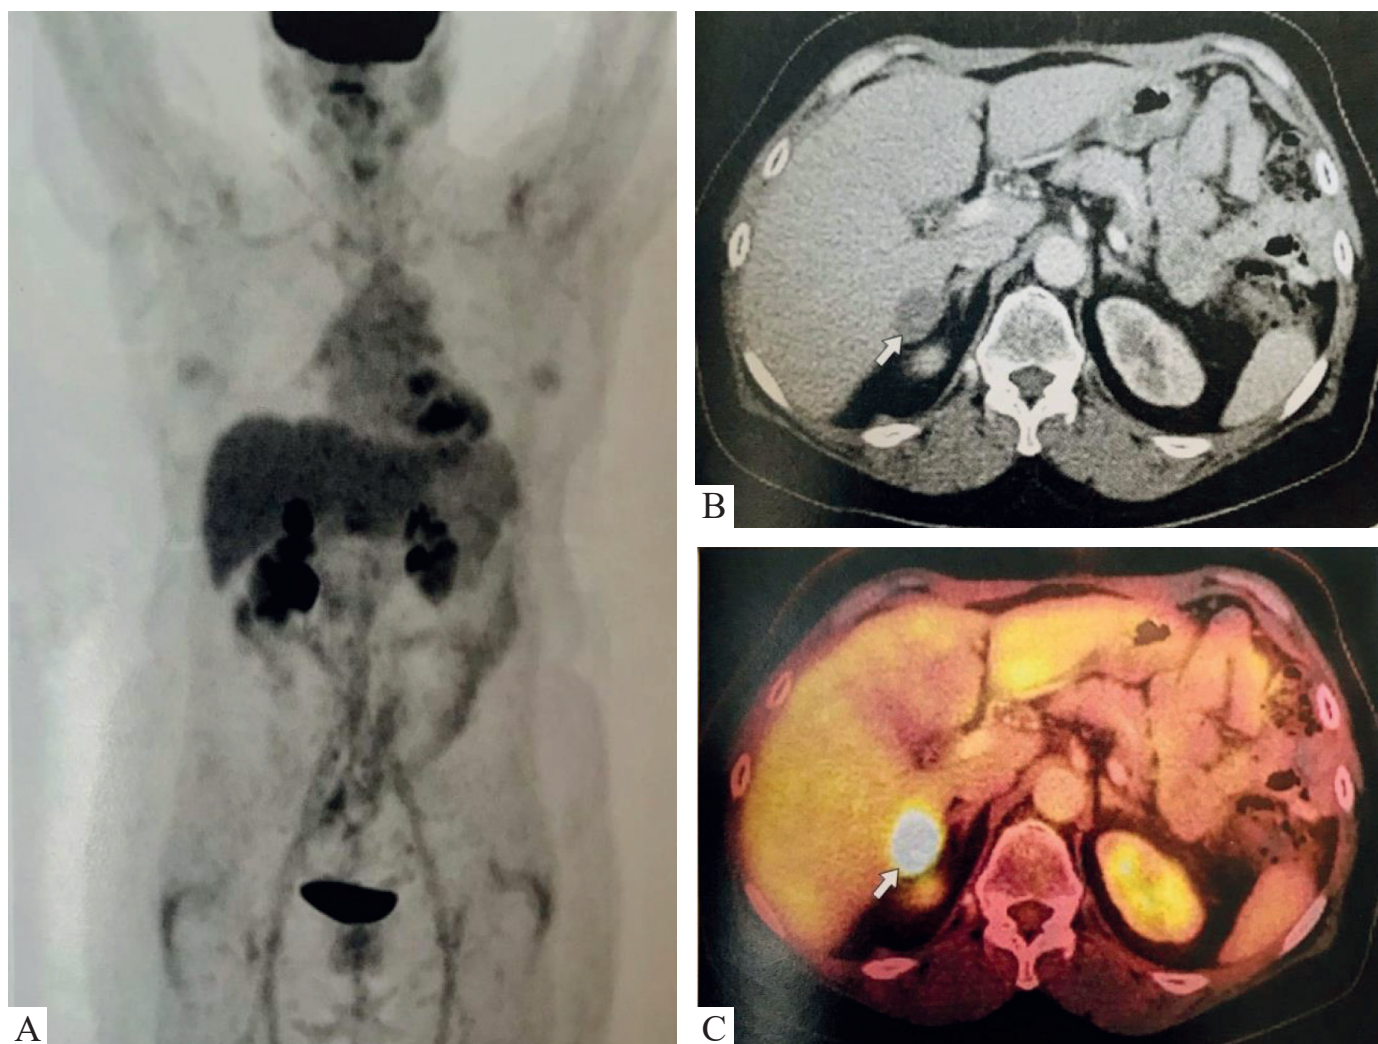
ПЕТ/КТ з 18F-ФДГ всього тіла. РЯ, стан після екстирпації матки з придатками і ад'ювантної поліхіміотерпії. СА-125 – 135,3 Од/мл. А – ПЕТ-реконструкція у фронтальній проекції; В – КТ з внутрішньовенним контрастним підсиленням у фронтальній проекції; С – поєднане ПЕТ/КТ-зображення у фронтальній проекції. Відмічаються вогнища патологічного накопичення РФЛЗ у заочеревинні лімфатичні вузли (стрілки) [40].
